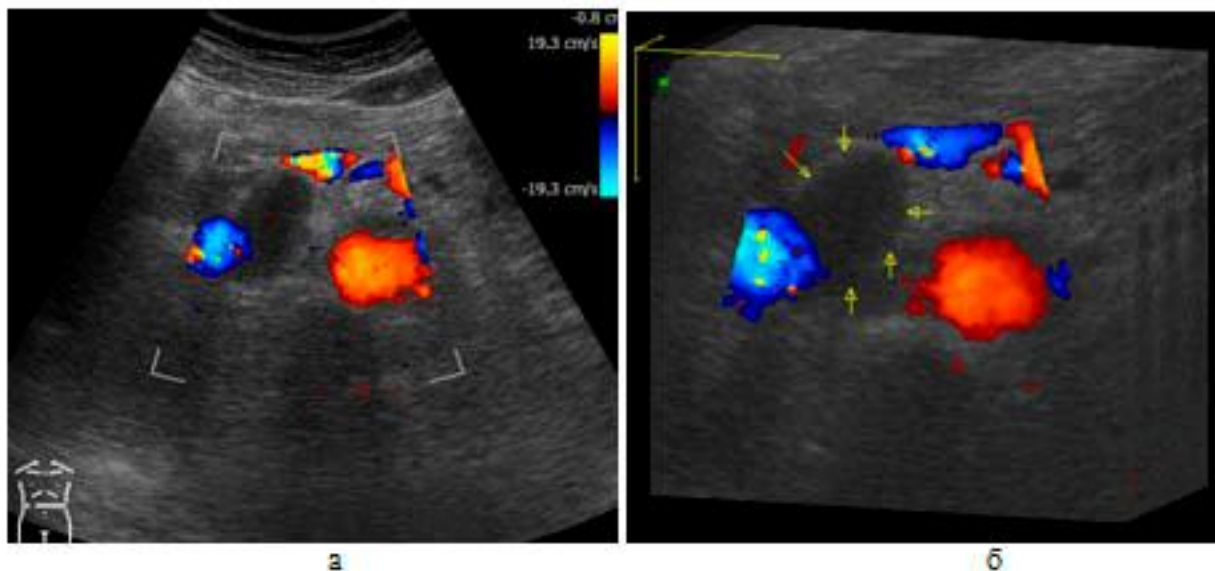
УЗИ пациента с болезнью Кастлемана: а-цветное дуплексное сканирование, б-последующая трехмерная реконструкция (расположение опухоли относительно аорты, нижней полой и верхней брыжеечной вен).
